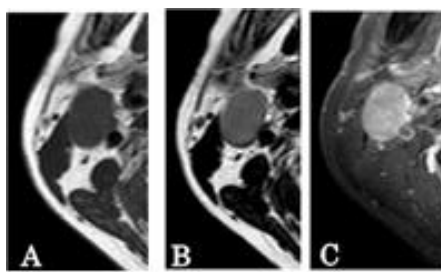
MRI。A, T1WI。等信号の腫瘍を認める。B, T2WI。やや高信号の腫瘍を認める。C, T1WI-SPAIR。均一な造影効果を認める。
